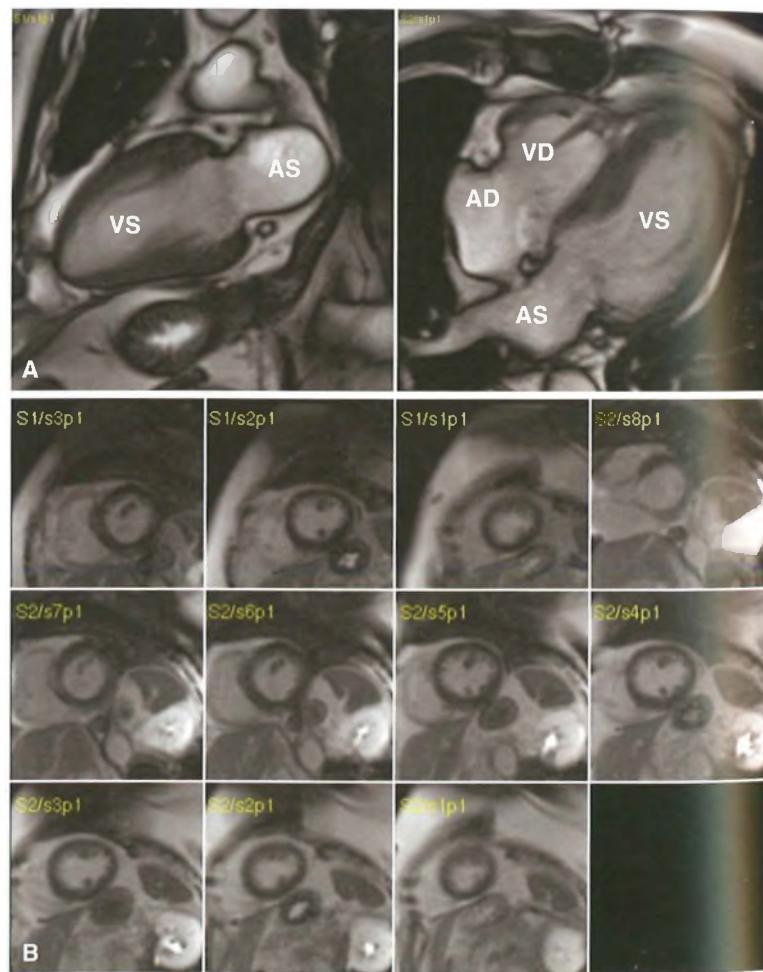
RMN cardiaca: le immagini mostrano lo studio della cinetica e della funzione ventricolare sinistra. A) Valutazione in asse lungo due camere (a sinistra), quattro camere (a destra) delle pareti ventricolari e atriali sinistre (VS: ventricolo sinistro; AS: atrio sinistro; VD: ventricolo destro; AD: atrio destro). B) Studio della contrattilità regionale di tutti i segmenti delle pareti miocardiche dall'apice alla base.
